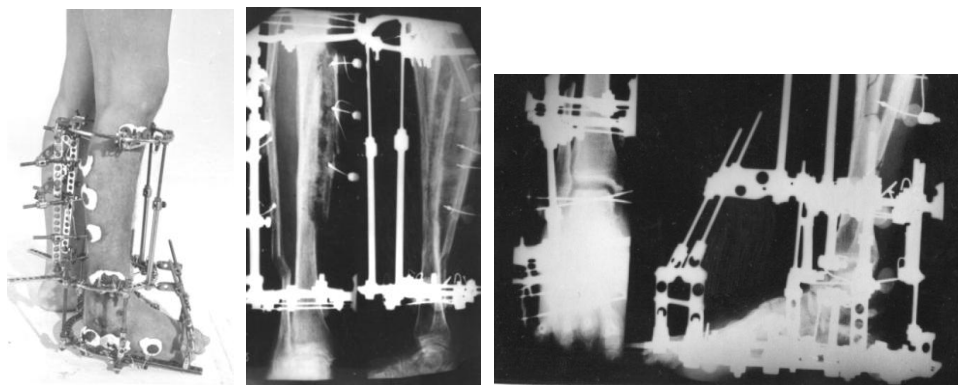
Фото и рентгенограммы больной Б. в процессе лечения.
